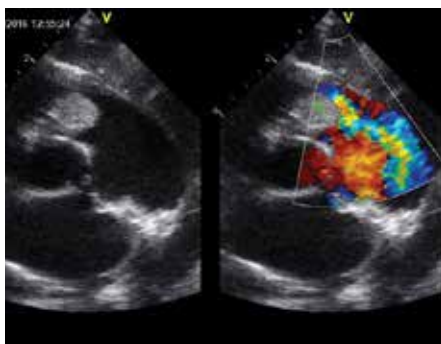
Эхокардиограмма в парастернальной позиции на уровне длинной оси легочной артерии у ребенка в возрасте 2 месяца. Обструкция выводного отдела правого желудочка массивной рабдомиомой
